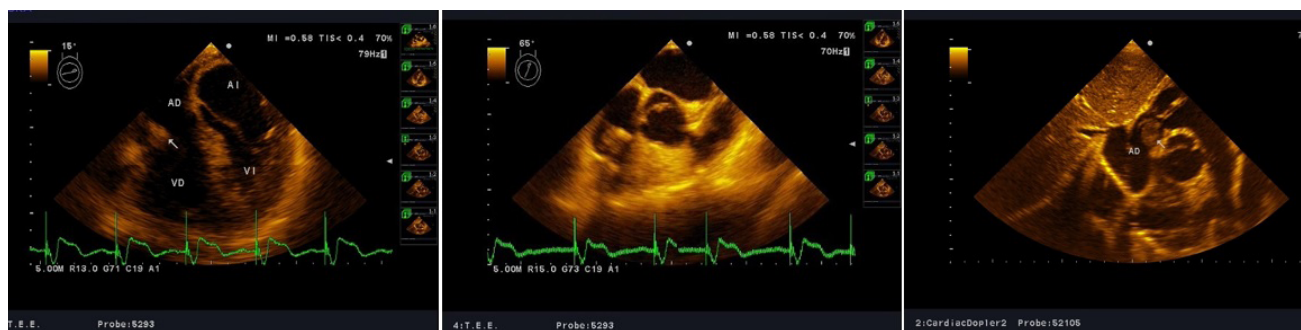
Ecocardiograma donde se localiza masa tumoral (flecha). Aurícula derecha (AD). Aurícula izquierda (AI). Ventrículo derecho (VD). Ventrículo izquierdo (VI).
